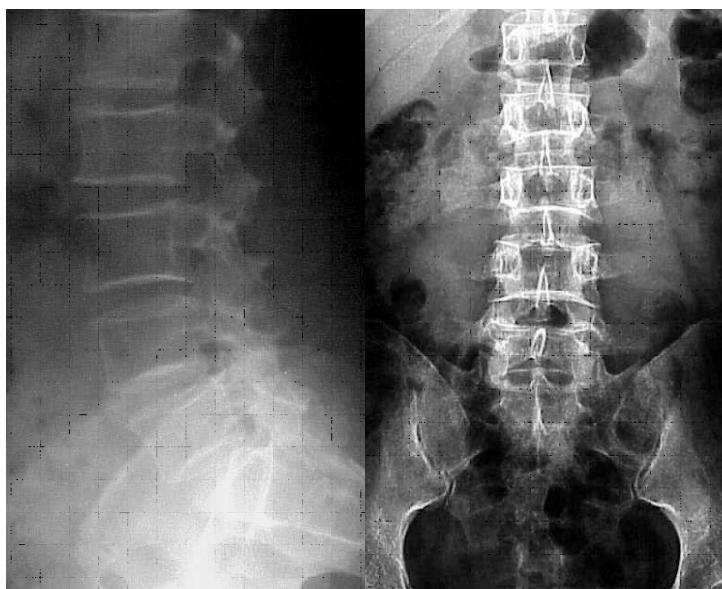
Radiografías anteroposterior y perfil raquis lumbar.
